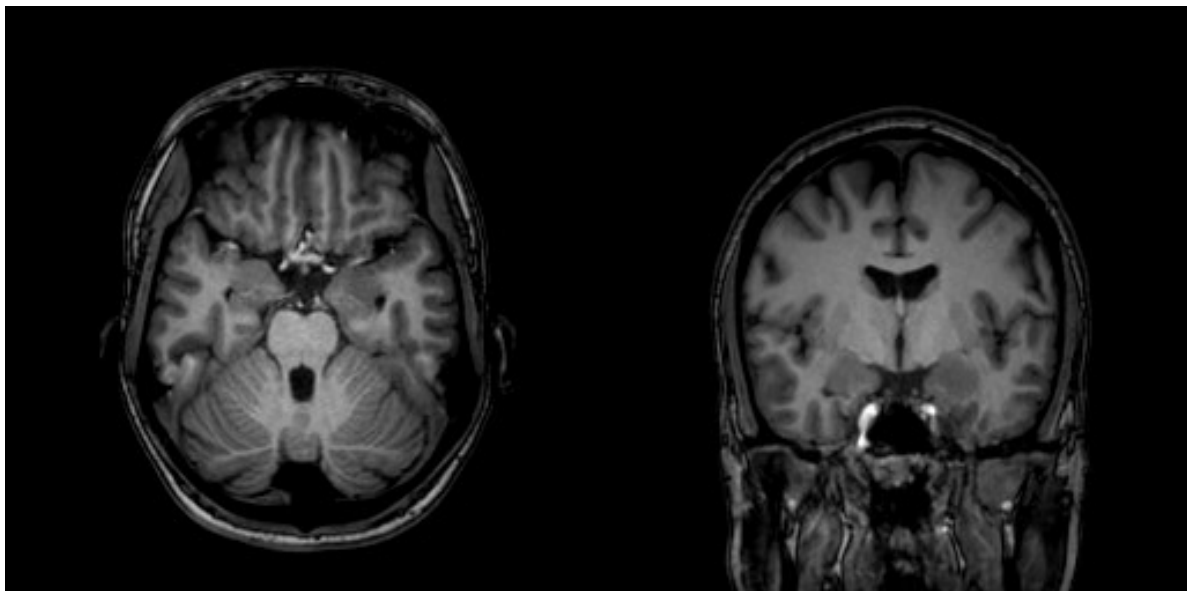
IRM en séquence T1 coupe axiale et coronale mettant en évidence une hypertrophie amygdalienne gauche
